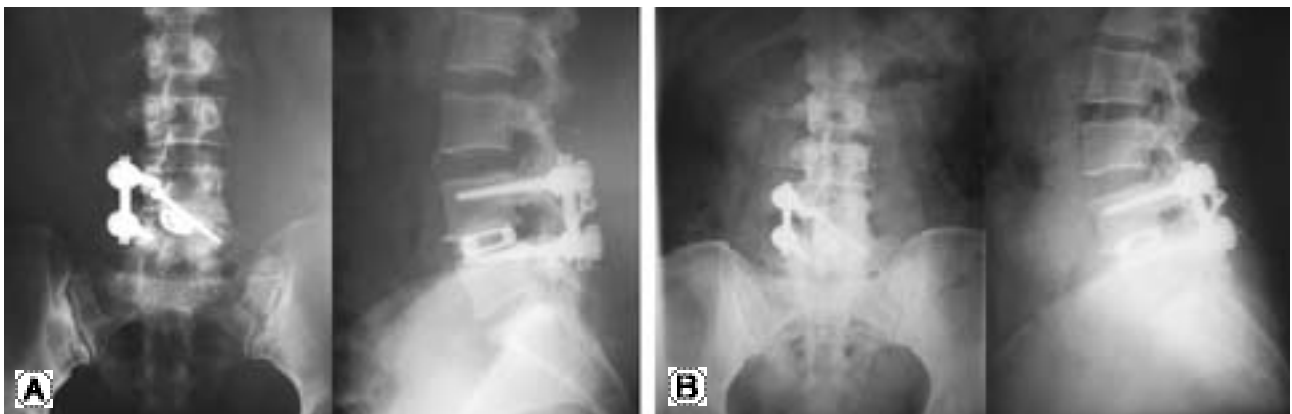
(A) The radiographs demonstrate posterior lumbar interbody fusion with cage and unilateral pedicular screw fixation and contralateral facet screw fixation. (B) On radiographs at 24 months follow up after operation shows well interbody fusion.
